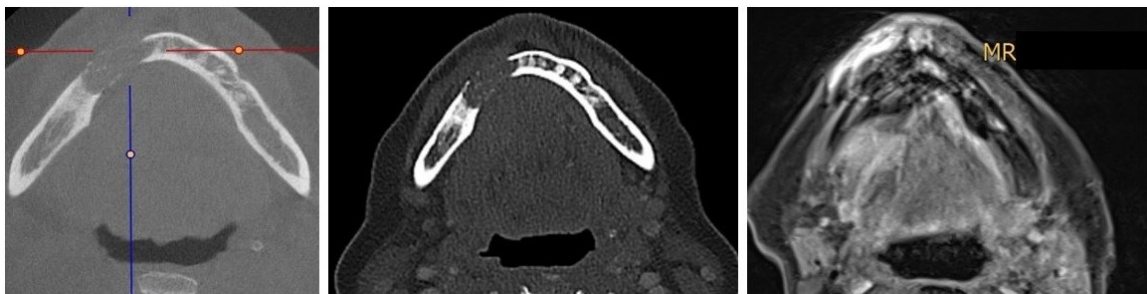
Darstellung einer knöchernen Destruktion der Mandibula in CBCT, CT und MRT
